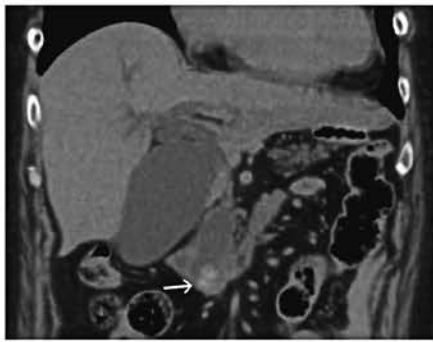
下部胆管にX線陽性結石を認める。肝内胆管は拡張している。
